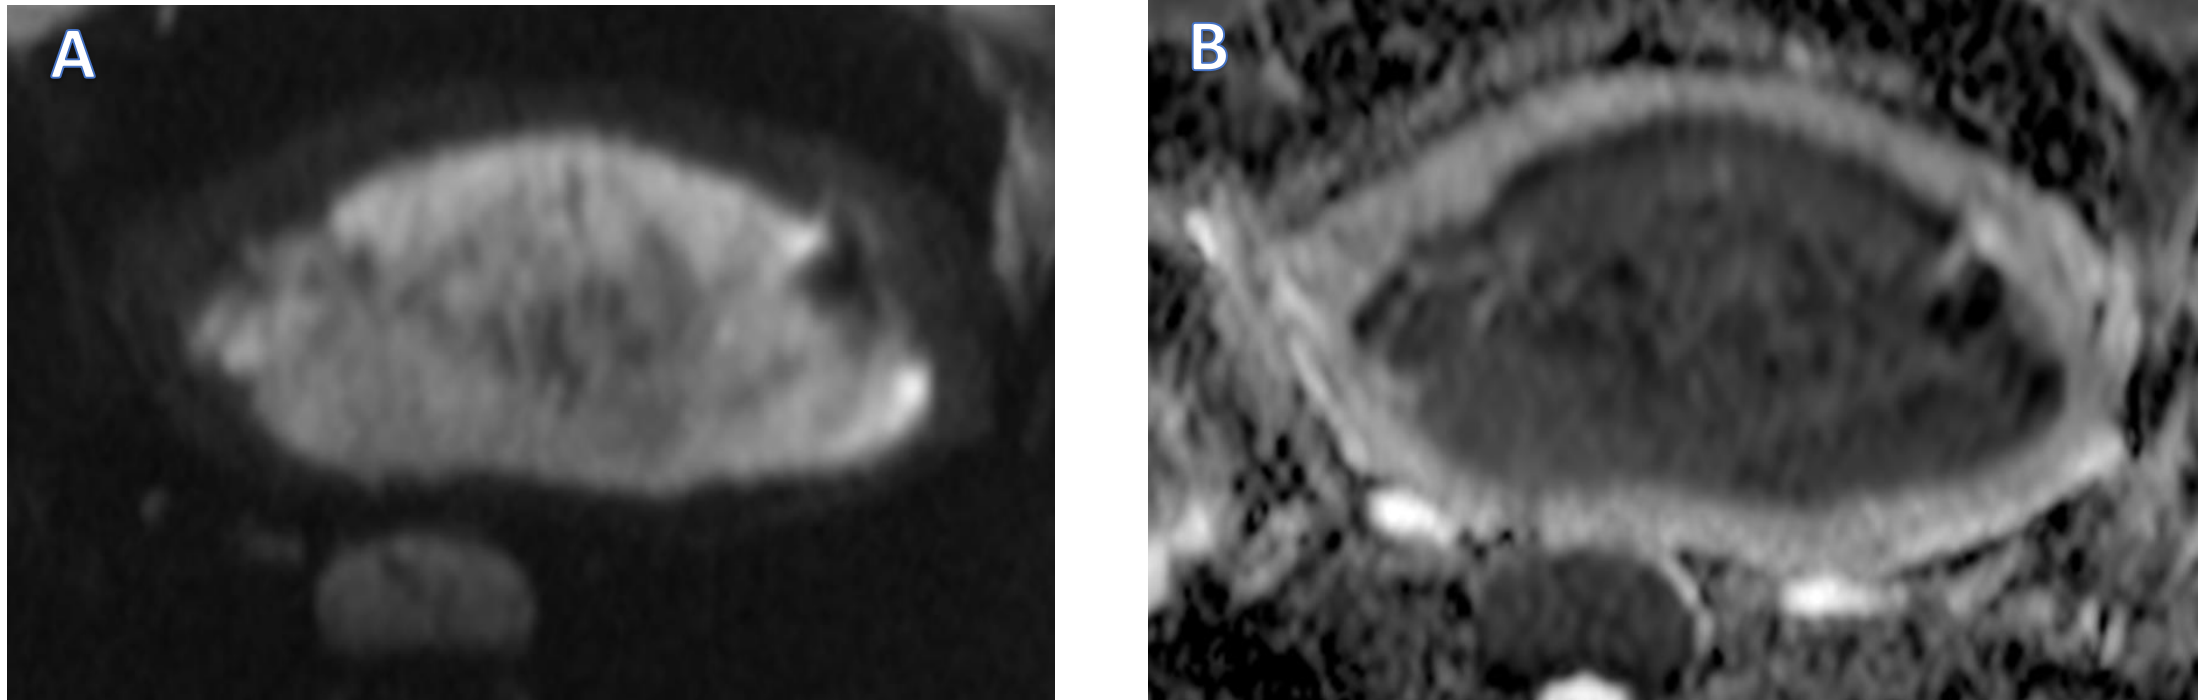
Secuencia DWI (A) y mapa de ADC (B), del mismo caso visto en Fig. 9. Nótese la hiperintensidad en DWI $b=1500$ (flecha naranja en A) y la caída de señal en el mapa de ADC (flecha azul en B), sugestivo de alta celularidad.
